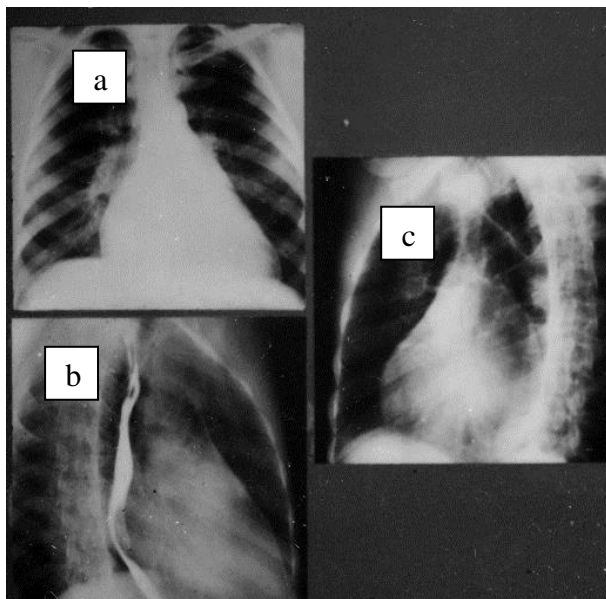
Рентгенограммы сердца в прямой (а), первой (правой) косой (b), второй (левой) косой проекциях (с); а) митральная форма сердца. На левом контуре удлинение дуги левого желудочка, ушка левого предсердия, легочного конуса. На правом контуре увеличение дуги правого предсердия; б) на первой (правой) косой проекции отклонение контрастированного пищевода левым предсердием по дуге малого радиуса (<6 см), увеличение дуги левого желудочка; с) во второй (левой) косой на переднем контуре увеличение нижней дуги правого желудочка. На заднем контуре дуги левого предсердия и левого желудочка увеличены. Митральная недостаточность и митральный стеноз [20]
